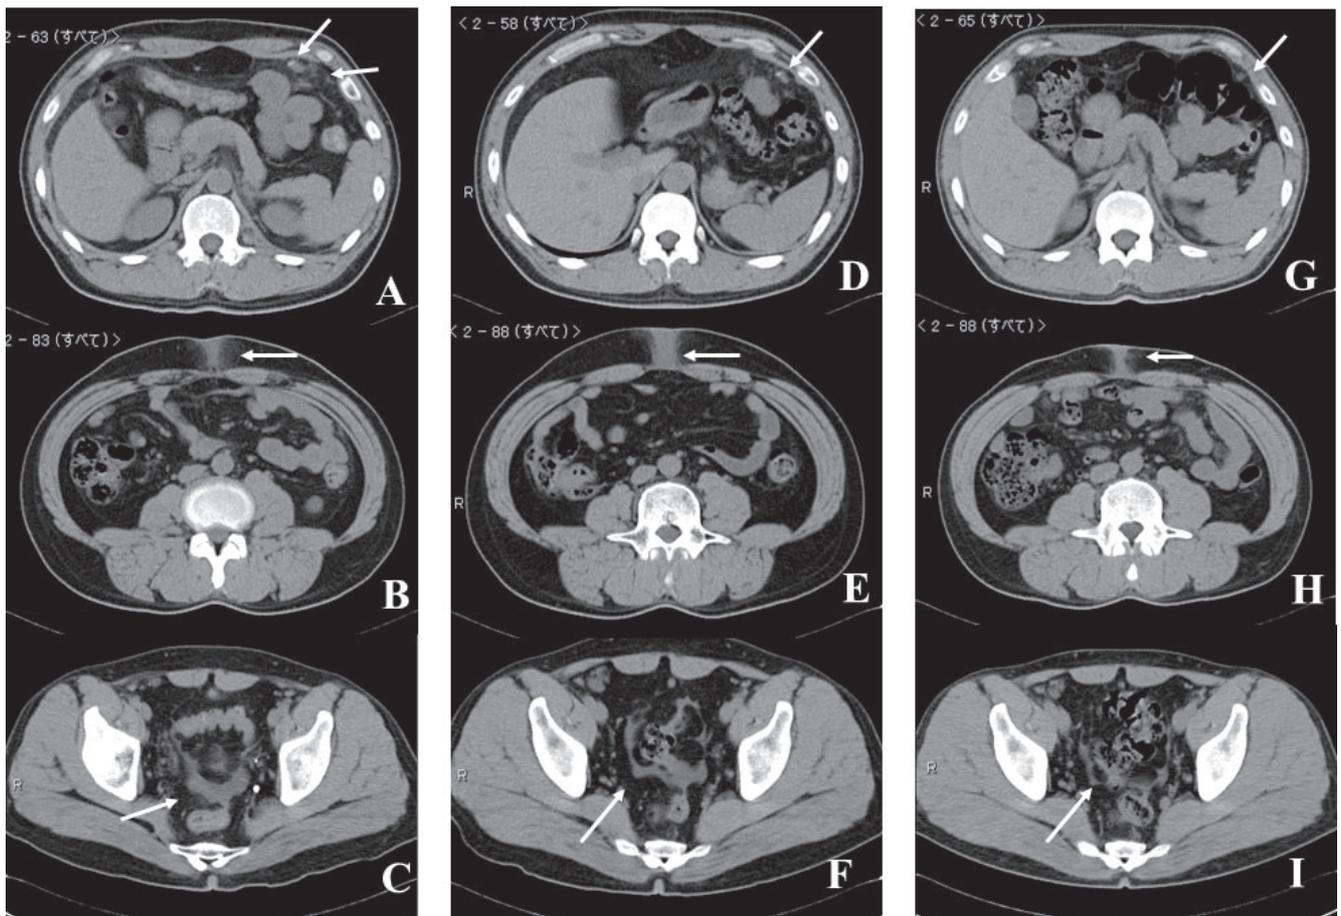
Computed tomography
